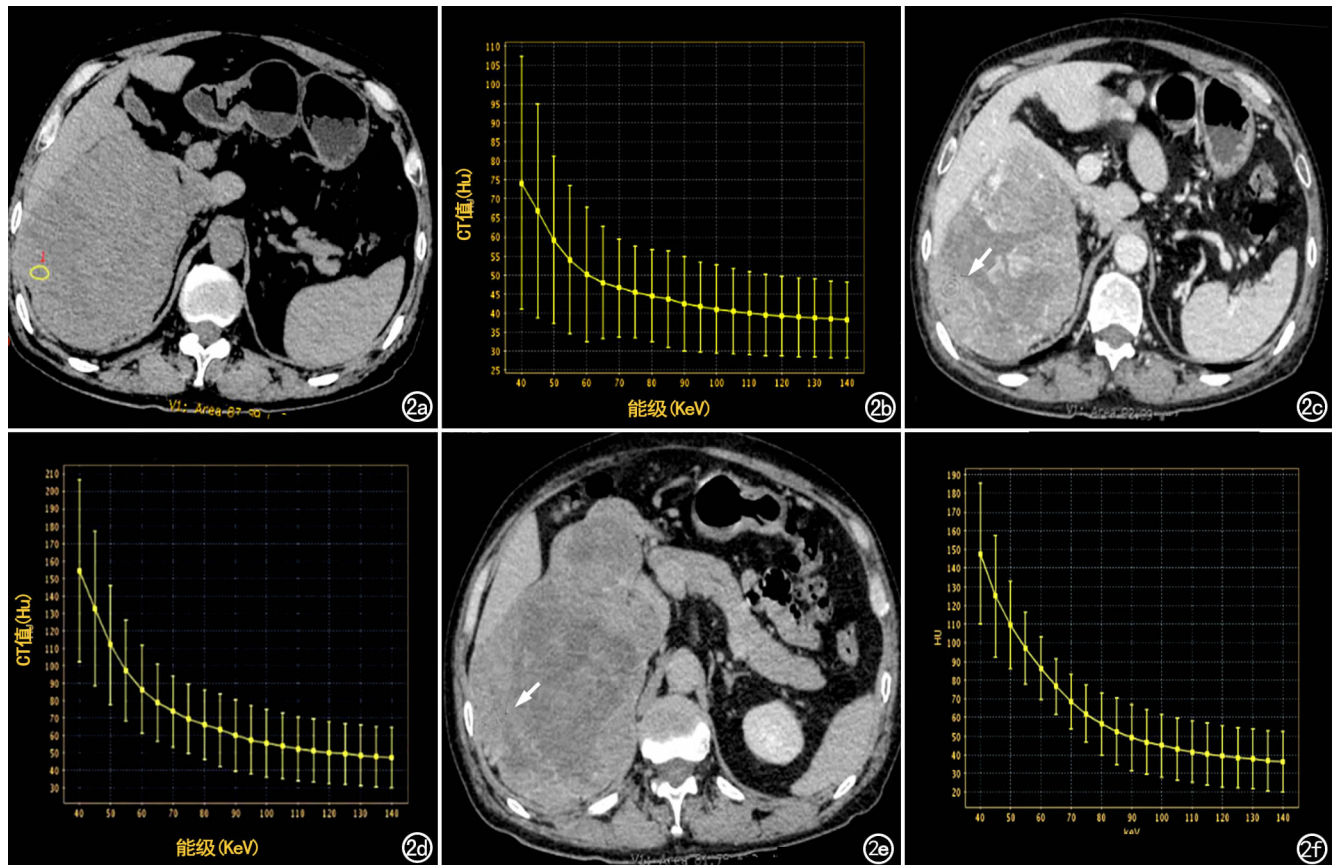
肾上腺嗜铬质瘤 70 KeV CT 扫描。a) 平扫示右侧肾上腺巨大肿块, 其实性成分的 CT 值约为 48HU; b) 平扫能谱曲线, 示结节密度随能级增大而降低; c) 门脉期示右侧肾上腺肿块实性成分轻度不均匀强化(箭), CT 值约为 74HU; d) 门脉期能谱曲线, 示结节密度随能级增大而降低, 且密度范围明显高于平扫, 这是结节中含有碘剂的结果; e) 延迟期示右侧肾上腺肿块的实性成分 CT 值约为 69HU(箭); f) 延迟期能谱曲线, 示结节密度随能级增大而降低, 但密度范围与门脉期几乎接近, 这是恶性结节中碘剂清除缓慢的结果。
